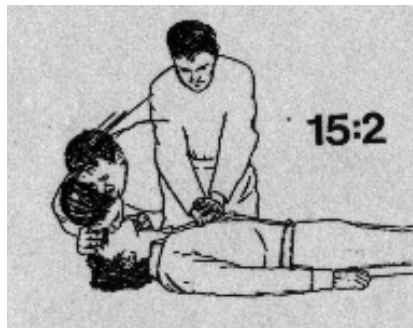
Posição do socorrista durante as CT.
